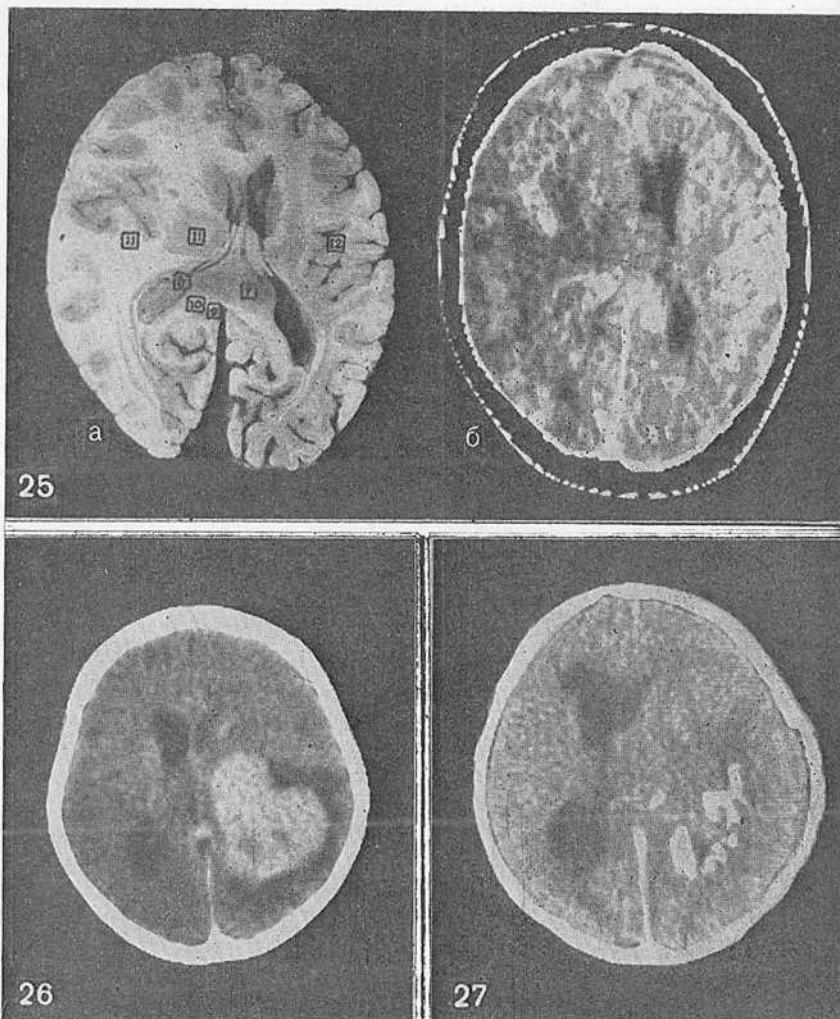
Сопоставление анатомического (а) и КТ (б) срезов в случае анапластической астроцитомы, занимающей валик мозолистого тела, распространяющейся в височную долю, сдавливающей подкорковые образования и нижний рог правого бокового желудочка. Кровоизлияние в опухоль. Отек мозга.
